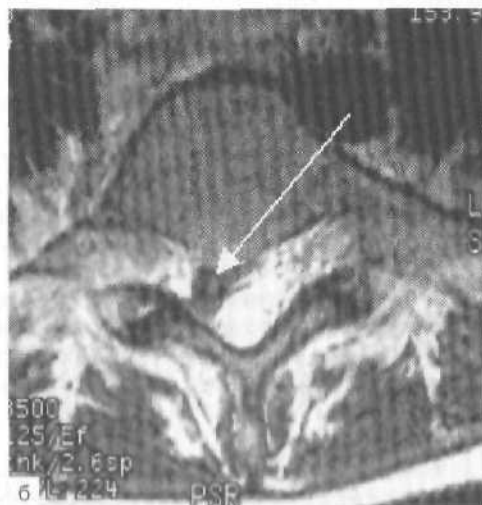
МРТ поясничного отдела позвоночника, сагиттальная (а) и аксиальная (б) проекции.
